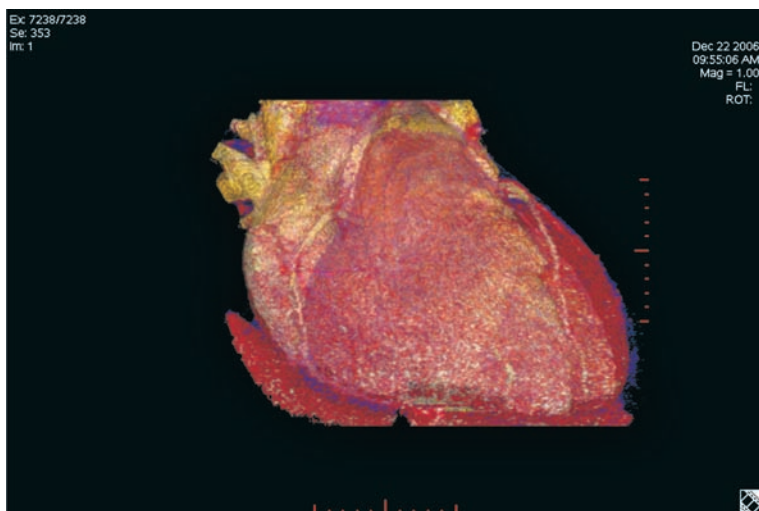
Трехмерная реконструкция данных МСКТ-ангиографии
